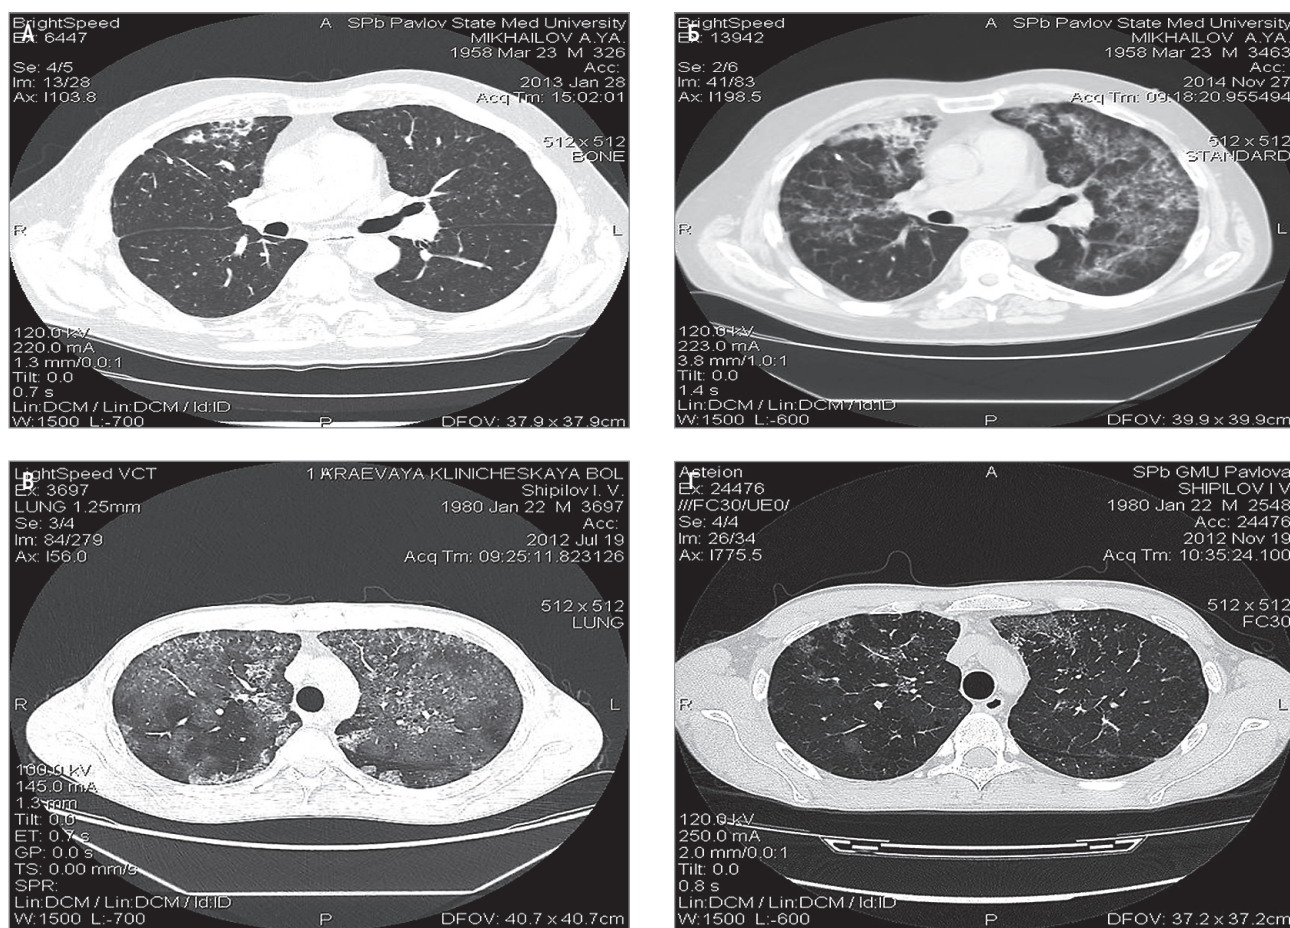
Прогрессирование легочного альвеолярного протеиноза с нарастанием протяженности и интенсивности изменений: А – компьютерная томография от 28.01.2013; Б – от 27.11.2014; субтотальный регресс изменений после проведения двустороннего бронхоальвеолярного лаважа; В – компьютерная томография от 19.07.2012; Г – от 19.11.2012
